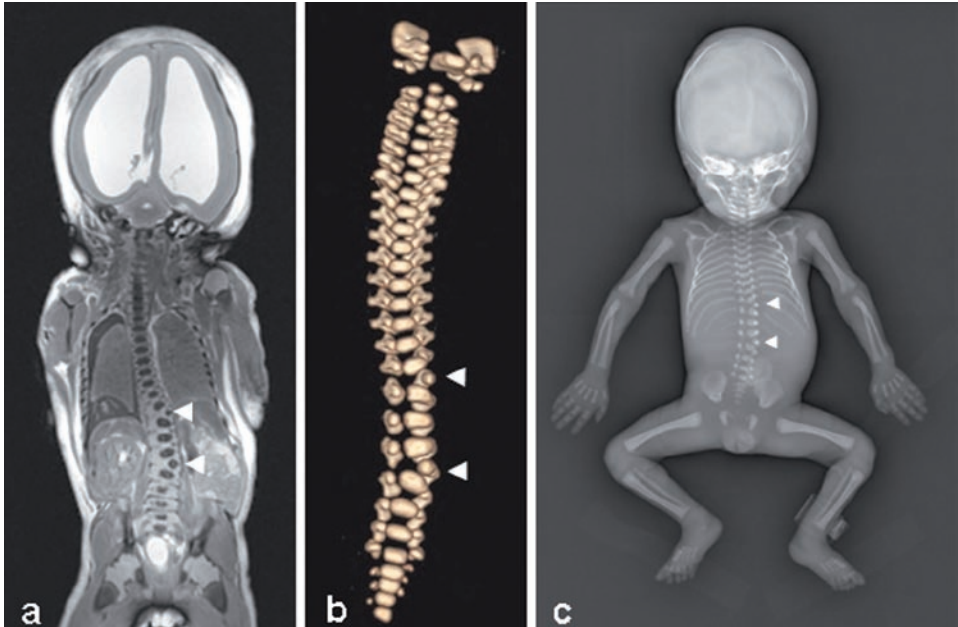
Correspondance entre les images post-mortem IRM (a), TDM (b) et radiographique (c) d'une même anomalie de segmentation vertébrale chez le patient 12 (2 vertèbres surnuméraires, dorsale et lombaire).
